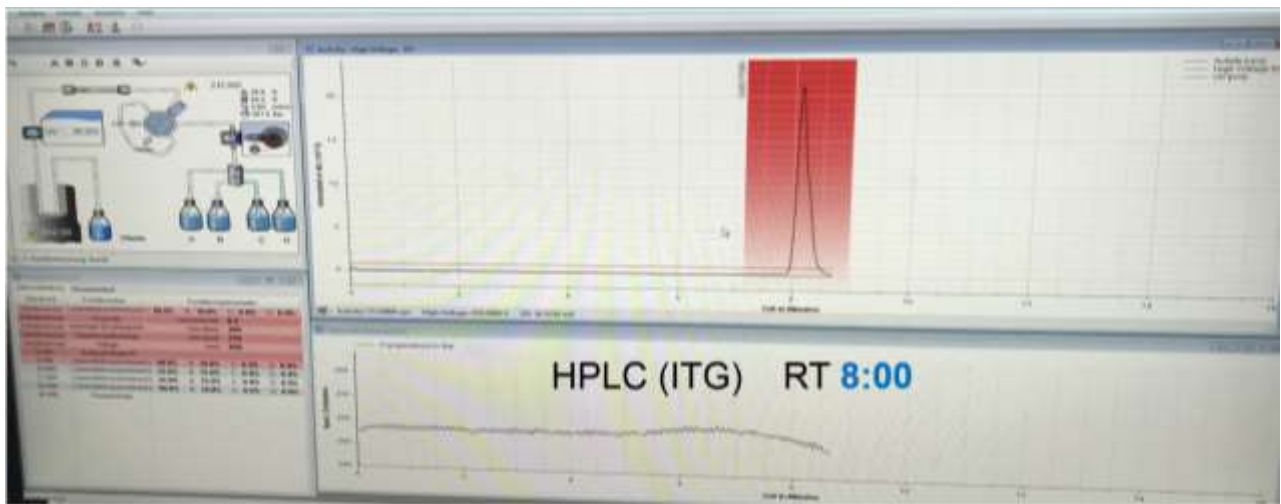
以ITG radioHPLC鑑定Lu-177-PSMA核醫藥物放化純度，RT約為8分鐘，分析所需時間較長但是分離鑑定效果較佳。(照片為作者於凱薩琳醫院實地參訪時拍攝)
